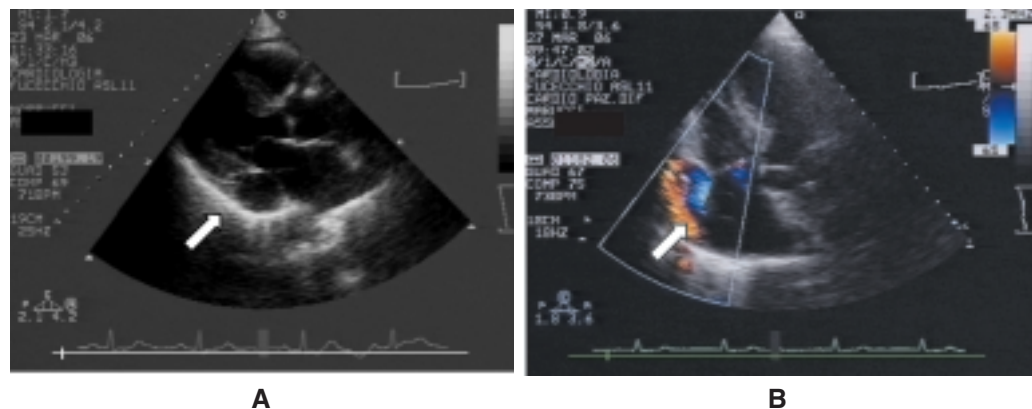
A: Proiezione parasternale asse lungo, seno coronarico dilatato (freccia). B: Proiezione apicale 4 camere modificata: sinuoso vaso ectasico (freccia) lateralmente alla parete libera dell'atrio destro.
